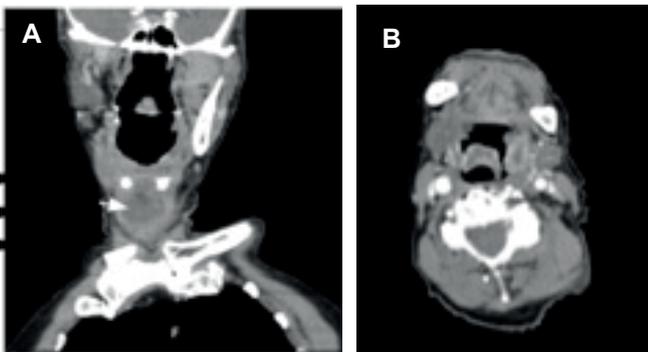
A. TAC de cuello contrastada. Corte coronal. Hipodensidad infrahioidea (flecha blanca) con halo hiperdenso. B. TAC de cuello contrastada. Corte axial. Engrosamiento epiglótico. Fuente: Tomado de la historia clínica del paciente.
